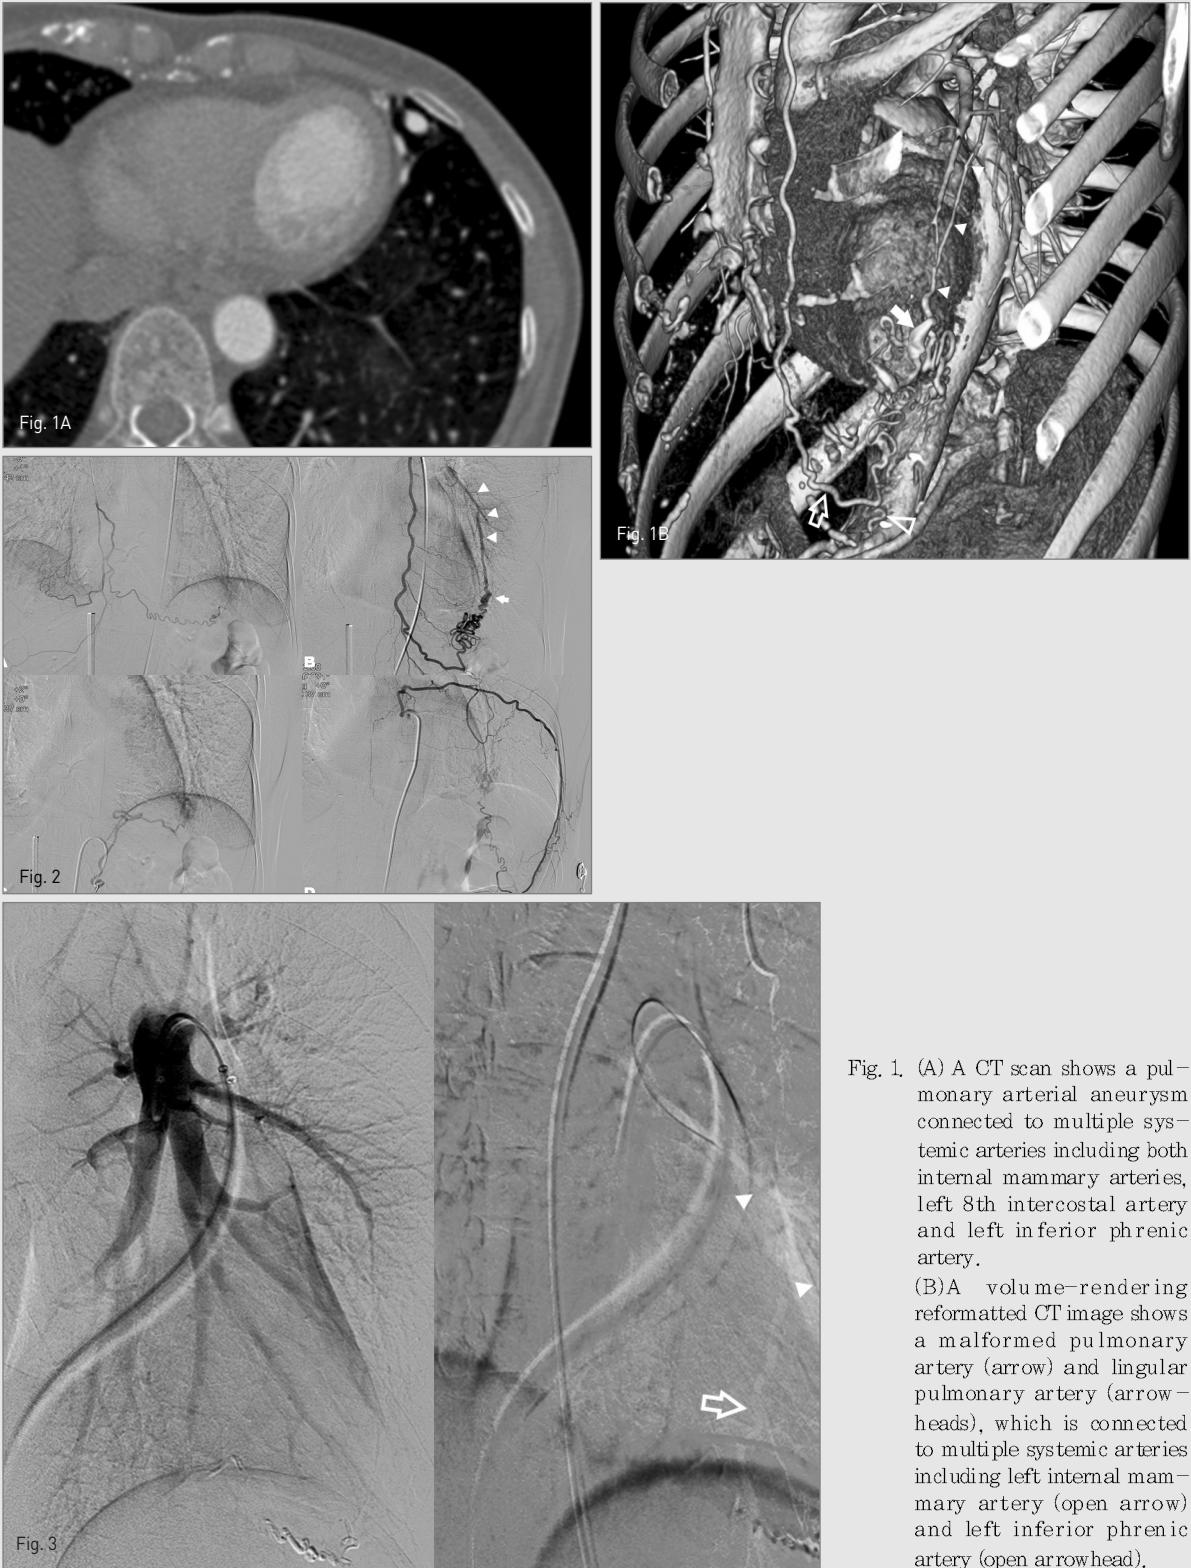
(A) A CT scan shows a pulmonary arterial aneurysm connected to multiple systemic arteries including both internal mammary arteries, left 8th intercostal artery and left inferior phrenic artery. (B) A volume-rendering reformatted CT image shows a malformed pulmonary artery (arrow) and lingular pulmonary artery (arrowheads), which is connected to multiple systemic arteries including left internal mammary artery (open arrow) and left inferior phrenic artery (open arrowhead).
